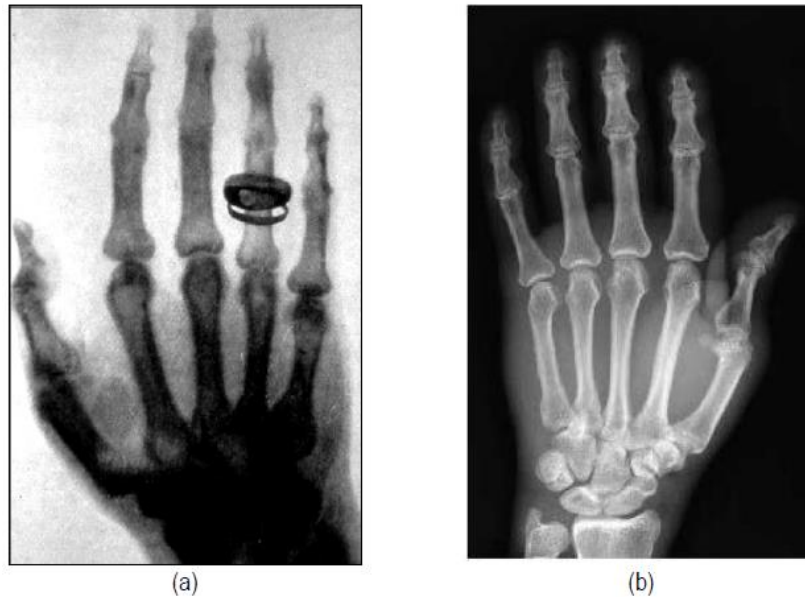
Imagen de una mano humana de una (a) Radiografía tomada por Wilhelm Röntgen en 1895 y (b) Tomografía computacional de la mano en la actualidad.
